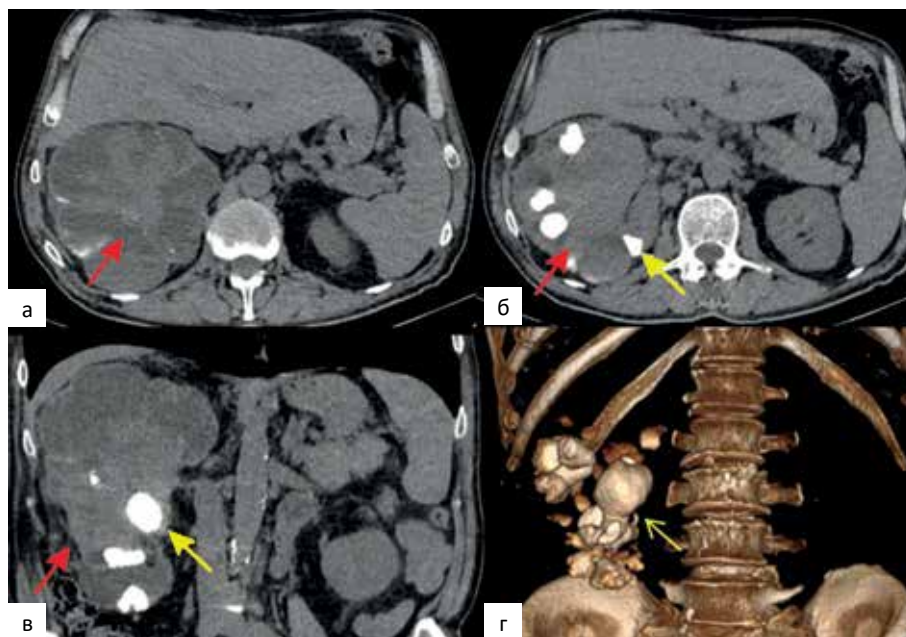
КТ брюшной полости пациента А. с опухолью правой почечной лоханки на фоне нефролитиаза.
